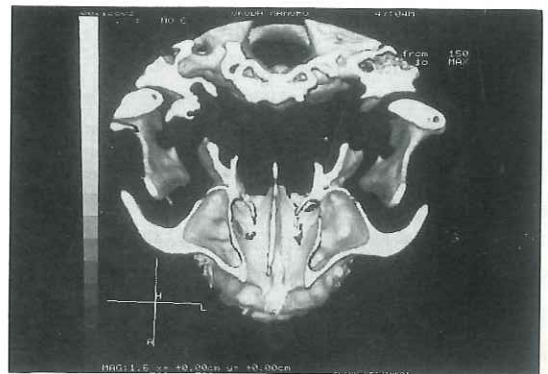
3 dimensional figure of sinus bottom in CT x-ray examination
